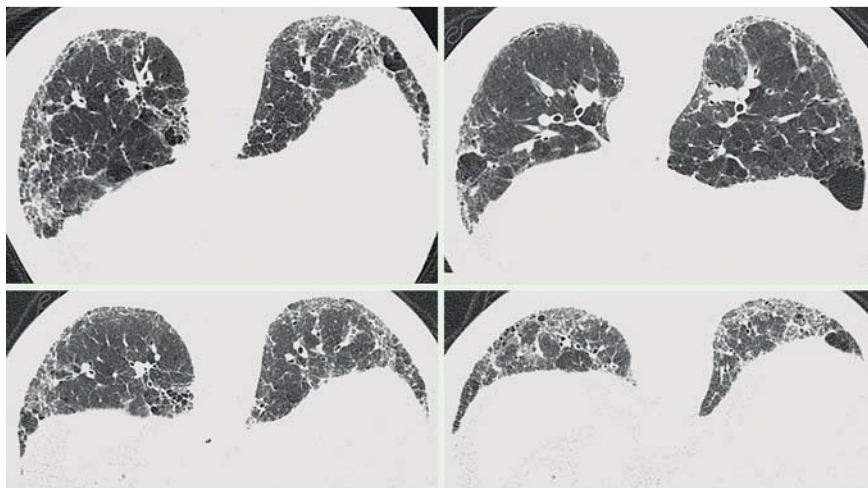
Stark ausgeprägte Veränderungen bei Asbestose (die obige Fenstereinstellung dient nur zur besseren Demonstration der parenchymalen fortgeschrittenen Veränderungen; bei HRCT-Untersuchung unbedingt weites Fenster mit W = 2000 und L = -350 bis -500 HU anwenden).
